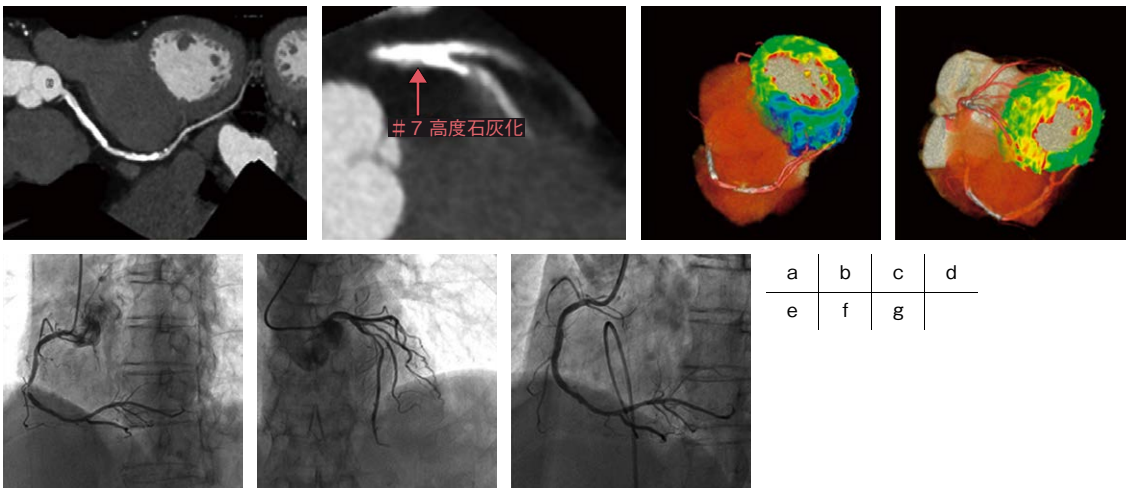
包括的心臓CT検査の一例(60歳代、女性)
